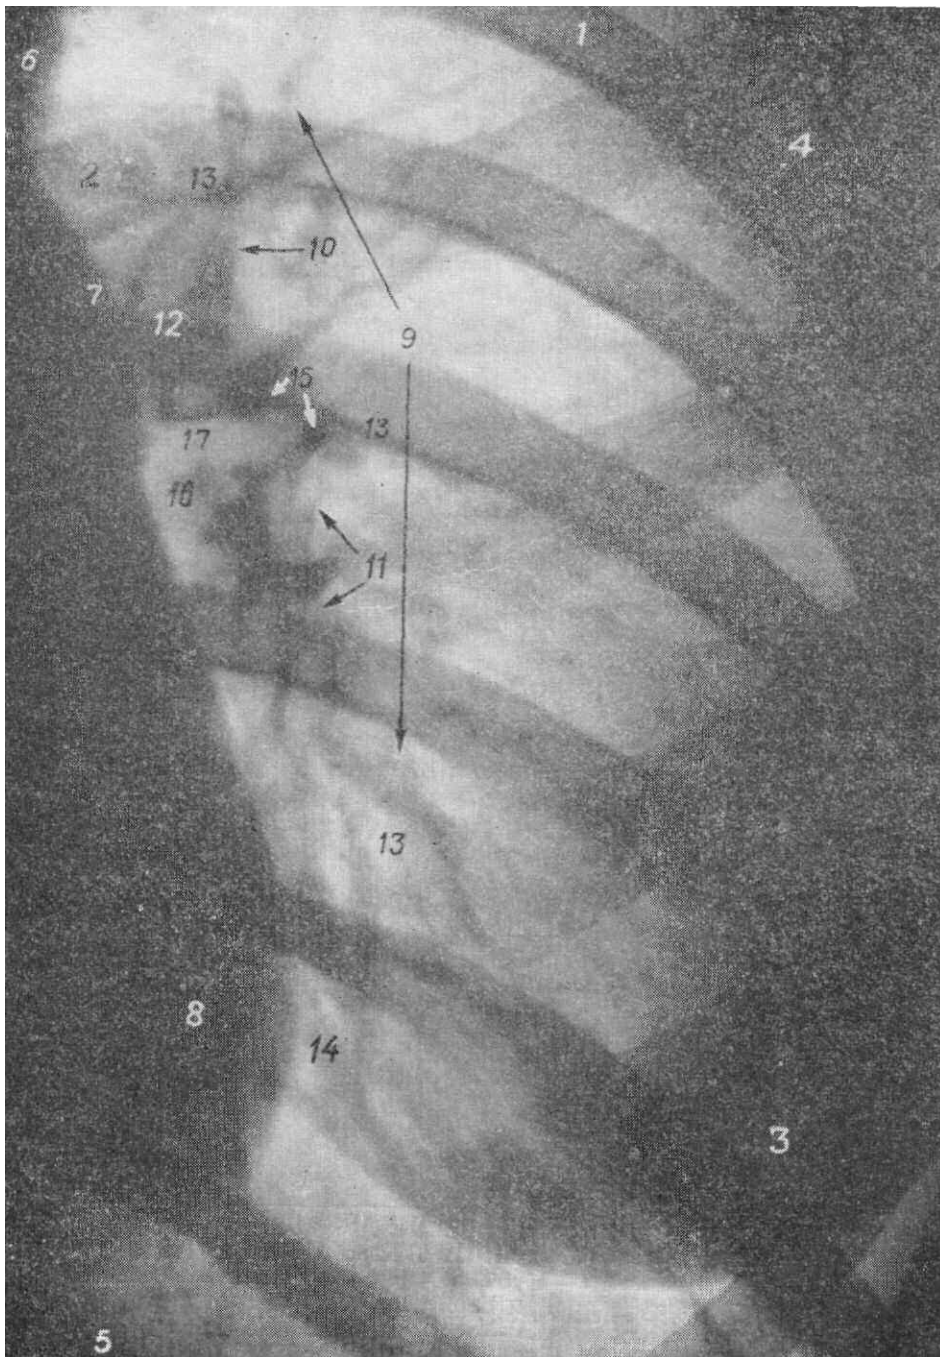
Контактный отпечаток рентгенограммы левого легкого. Рассыпной тип ветвления сосудов.
